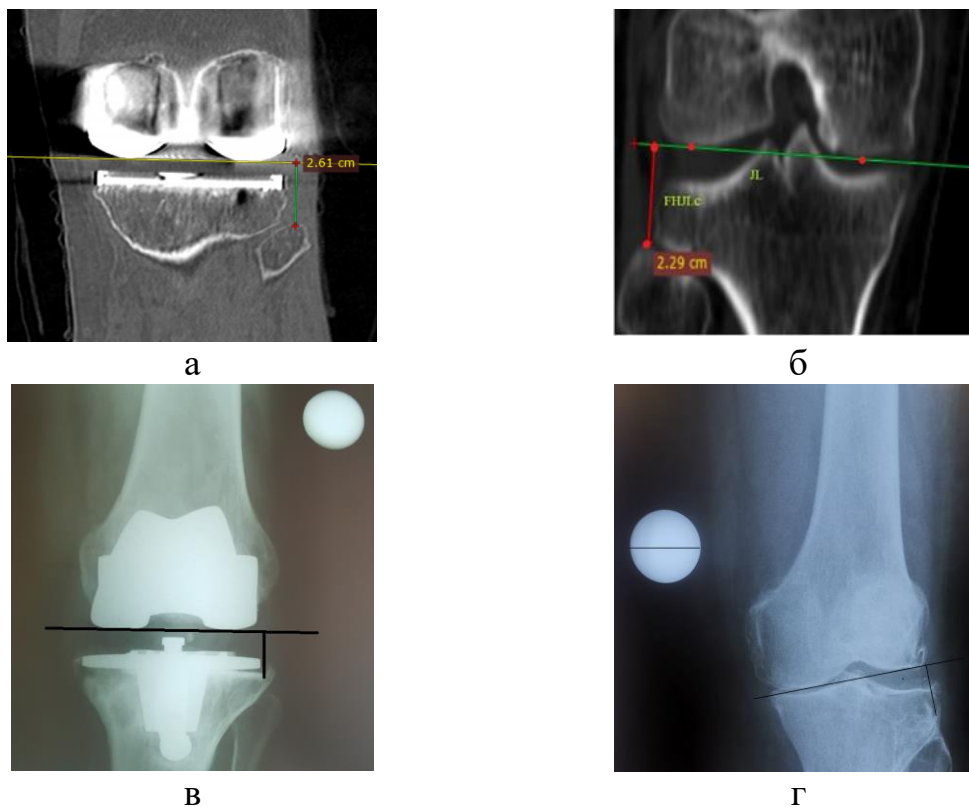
Предоперационное планирование уровня щели КС: а - КТ коленного сустава в фронтальной проекции, б – КТ контралатерального коленного сустава, в - рентгенограмма в фронтальной проекции пораженного сустава, г – рентгенография контралатерального коленного сустава с шаблоном
